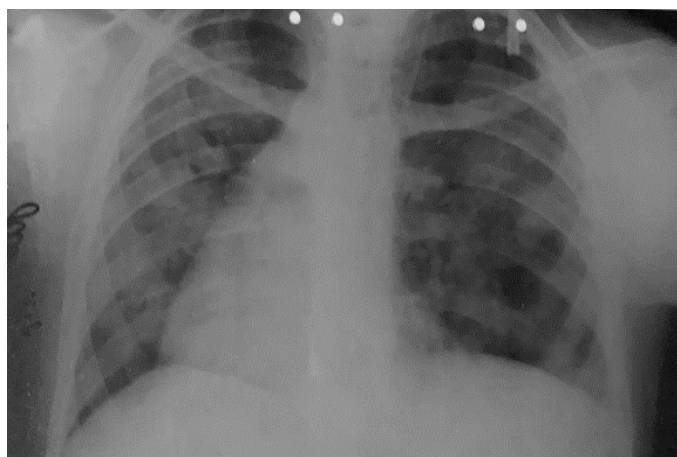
Ураження легень: множинні дрібні вогнища з обох боків (оглядова рентгенограма органів грудної клітини).
